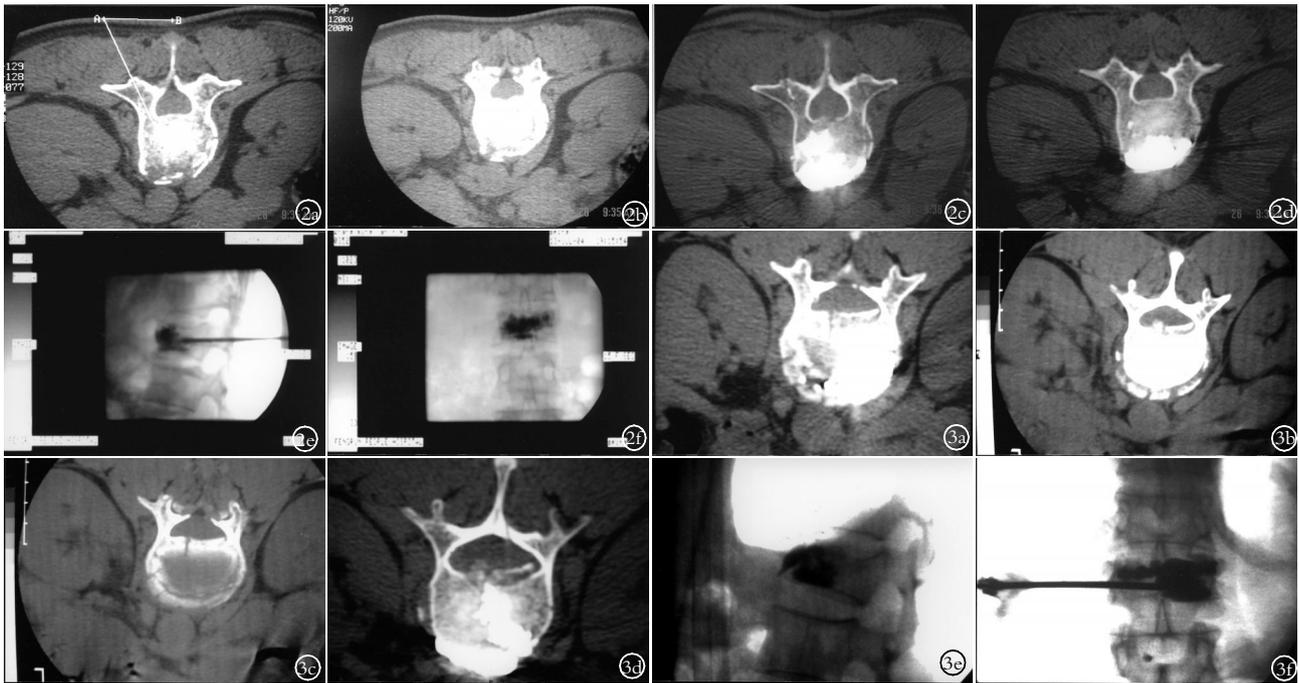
患者,女,48 岁,高处坠落摔伤腰痛 15 d 2a,2b.术前 CT 示 L₁ 椎体多处裂隙(箭头所示),裂隙通向椎体后缘,属 II 型椎体骨折 2c,2d.椎体成形术后 CT 片示骨水泥填充大部分裂隙,分布良好 2e,2f.骨水泥注射后 C 形臂 X 线机摄片示骨水泥在椎体内分布良好 图 3 患者,男,62 岁,车撞伤腰痛 7 d 入院 3a,3b.术前 CT 片示 L₁ 椎体骨折,裂隙通向椎体后缘并有碎骨片凸入椎管,属 III 型椎体骨折 3c,3d.椎体成形术后 CT 片,见骨水泥填充大部分裂隙,分布良好 3e,3f.骨水泥注射后 C 形臂 X 线机摄片示骨水泥在 L₁ 椎体内分布良好
